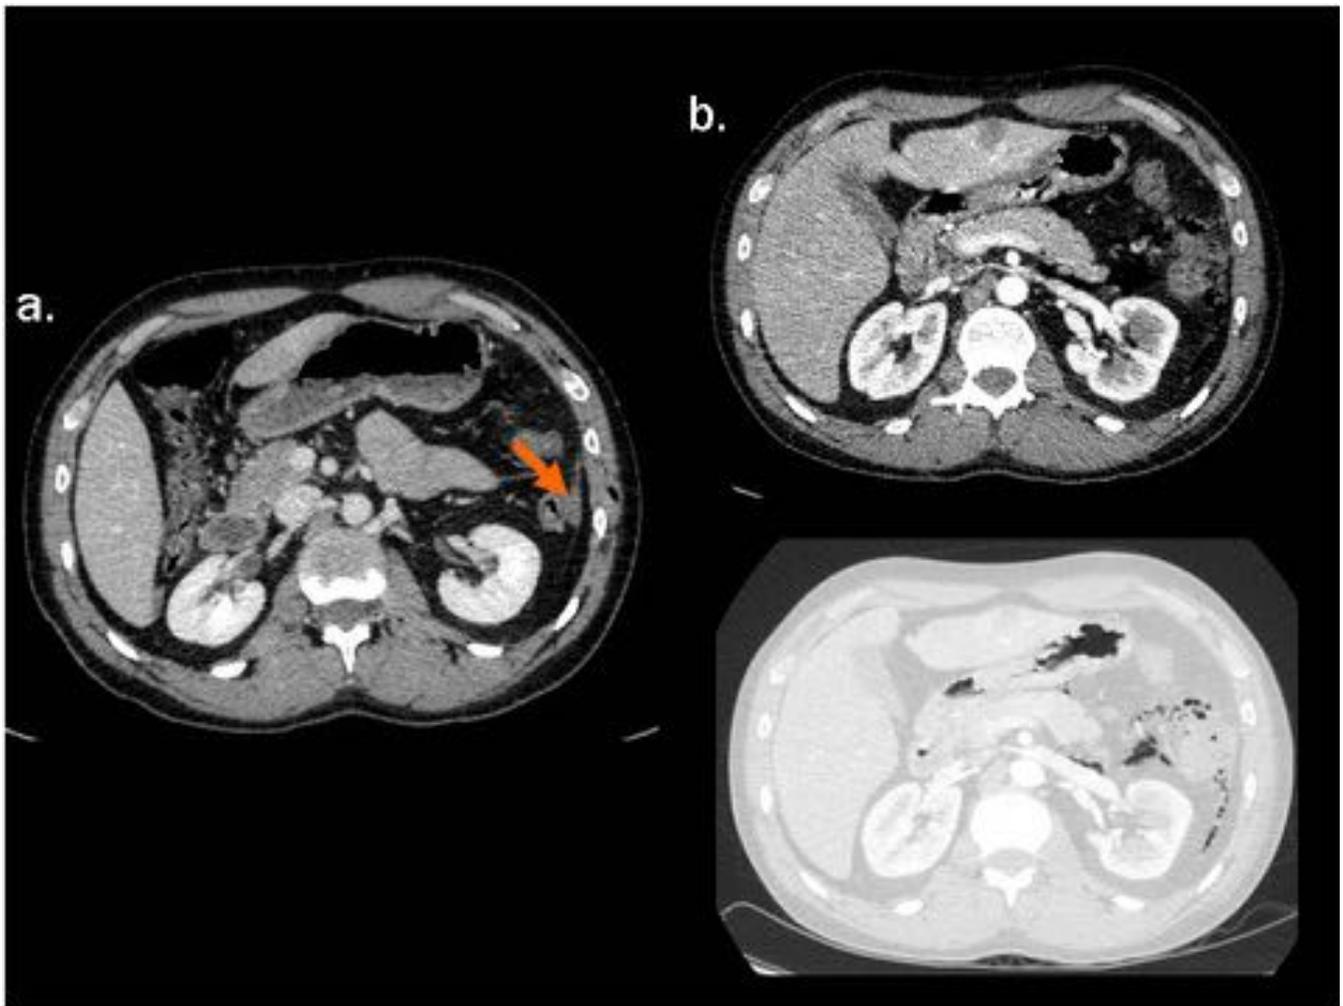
a. Varón con herida de arma blanca en flanco izquierdo que alcanza peritoneo no se evidencia claro trayecto intraabdominal (flecha naranja). Pequeña lengüeta de líquido pericólico izquierdo (flecha verde). b. TC control a los 5 días: perforación de colon descendente. Manejo conservador. Buena evolución.
